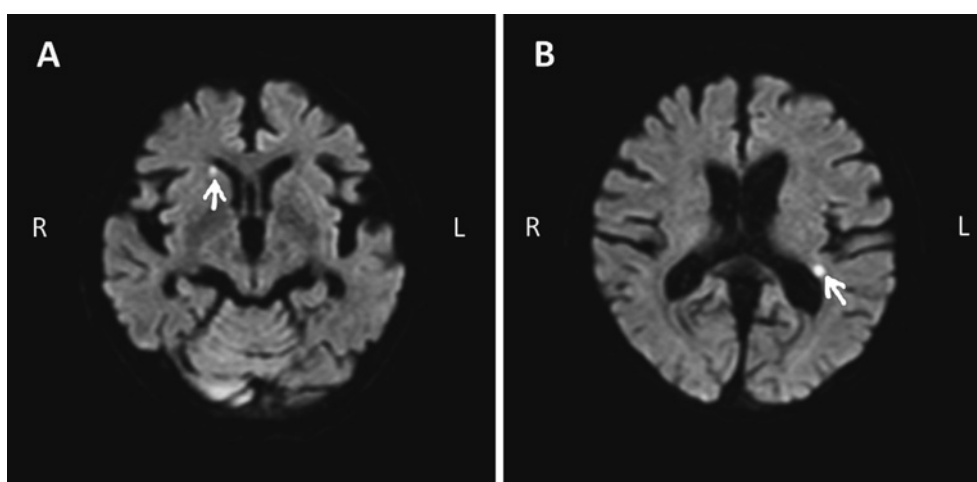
Diffusion-weighted imaging (DWI) of Head Magnetic Resonance Imaging (Head MRI) indicated multiple cerebral infarction.
